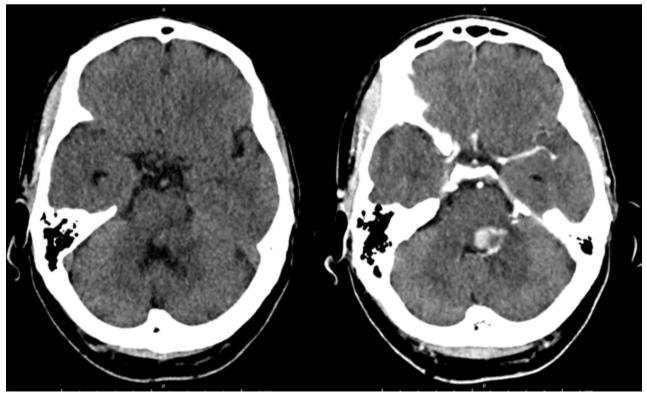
Tomografía preoperatoria; A: sin contraste. B: con contraste
